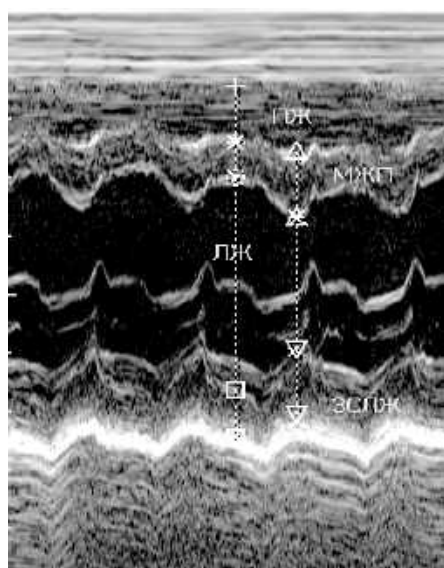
Эхокардиограмма: слева - М-режим, справа В-режим.
